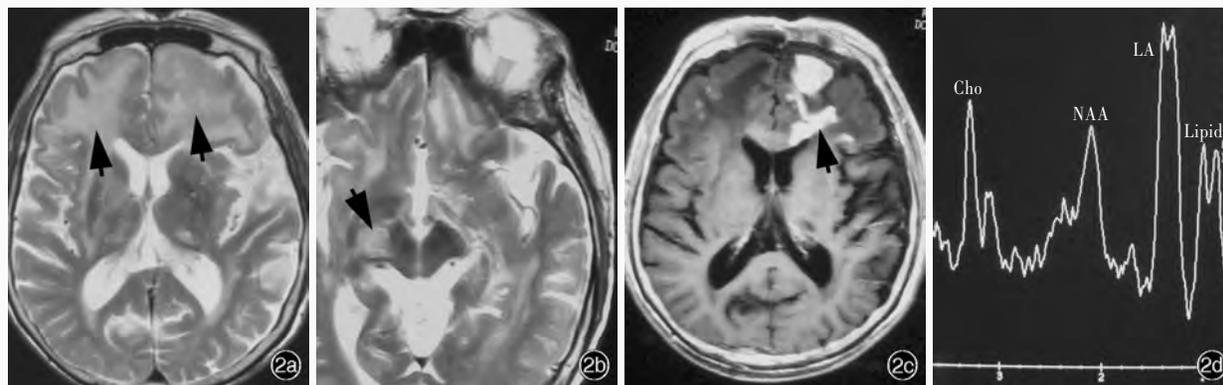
入院2个月时(2010年11月初)MRI检查所见 2a T₂WI显示双侧额叶病灶增大(箭头所示) 2b T₂WI显示右侧脑干病灶缩小(箭头所示) 2c T₁WI增强扫描显示额叶病灶多发异常强化(箭头所示) 2d MRS显示胆碱(Cho)峰增高,N-乙酰天冬氨酸(NAA)峰降低,可见高大的脂质(Lipid)峰和乳酸(LA)峰
